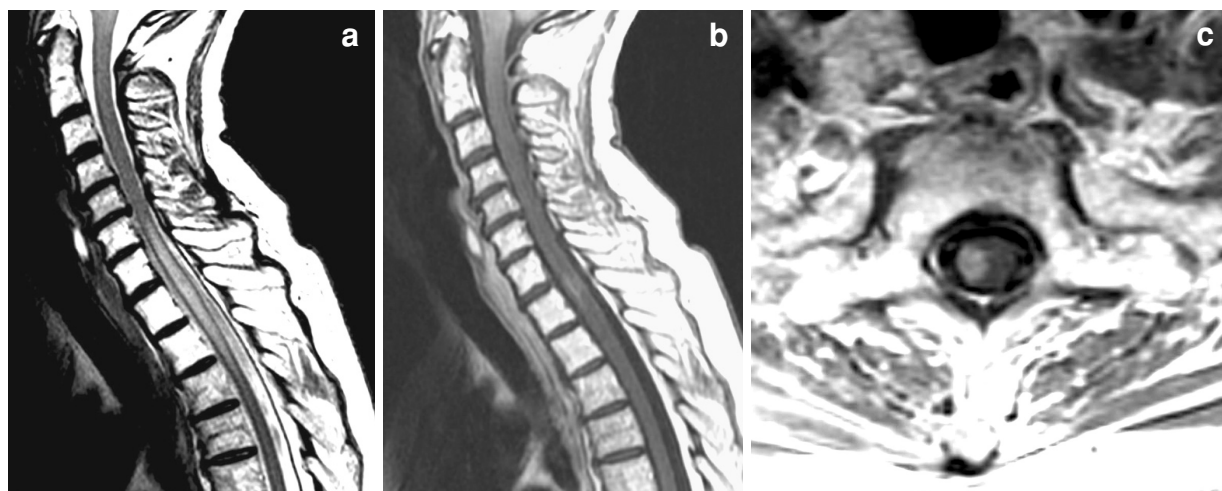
Myélopathie radique (néoplasie ORL). IRM : coupes sagittale en pondération T2 (a) et sagittale (b) et axiale (c) pondérées T1 après injection de gadolinium. Œdème médullaire étendu (plage en hypersignal T2 et tuméfaction médullaire en a) en regard de vertèbres en involution graisseuse et zone de rehaussement focal après injection de gadolinium (b et c).
